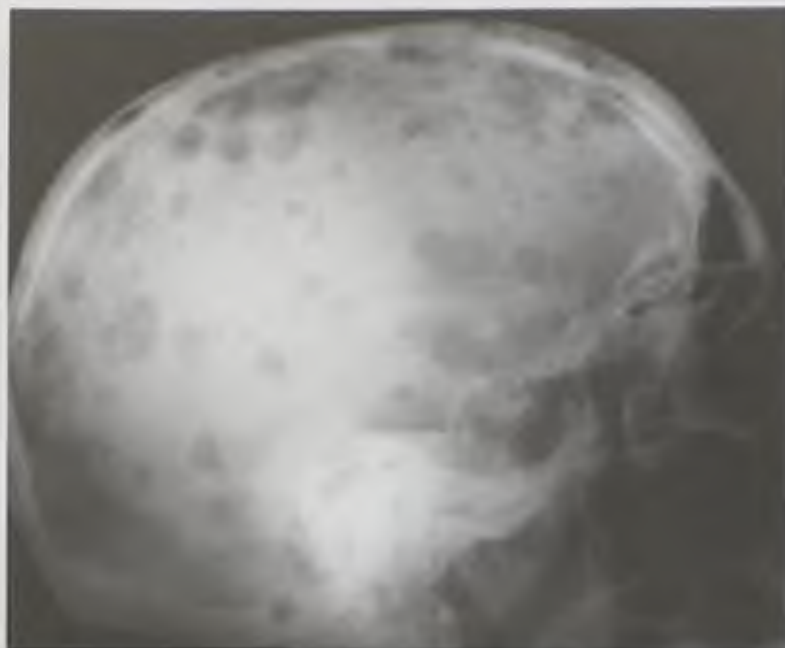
Рентгенограмма черепа. Миеломная болезнь. Определяются множественные четко очерченные очаги деструкции
